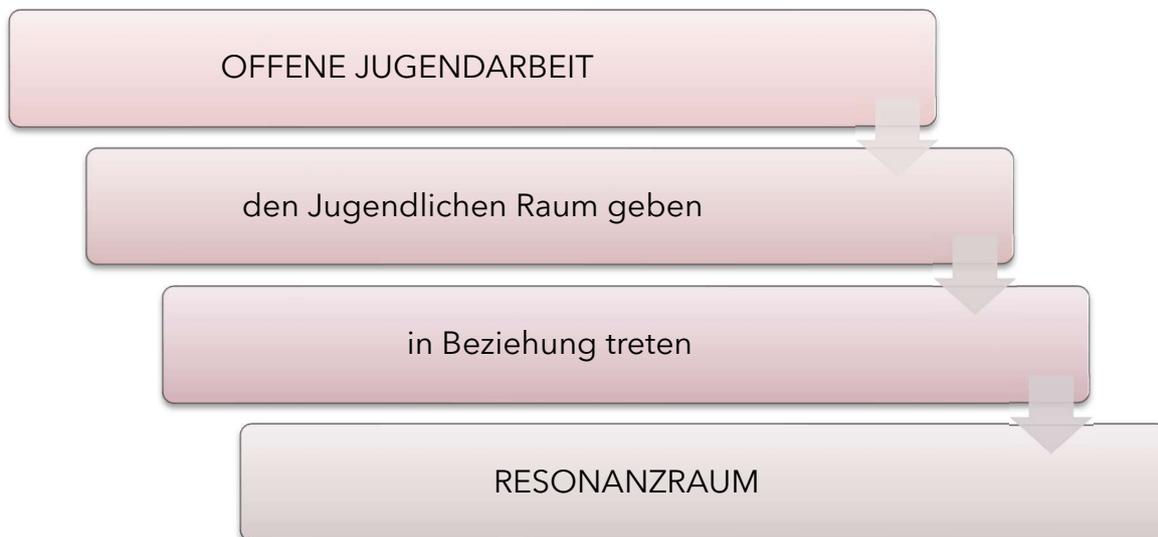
Brücke zwischen Resonanz und Offene Jugendarbeit; eigene Darstellung
